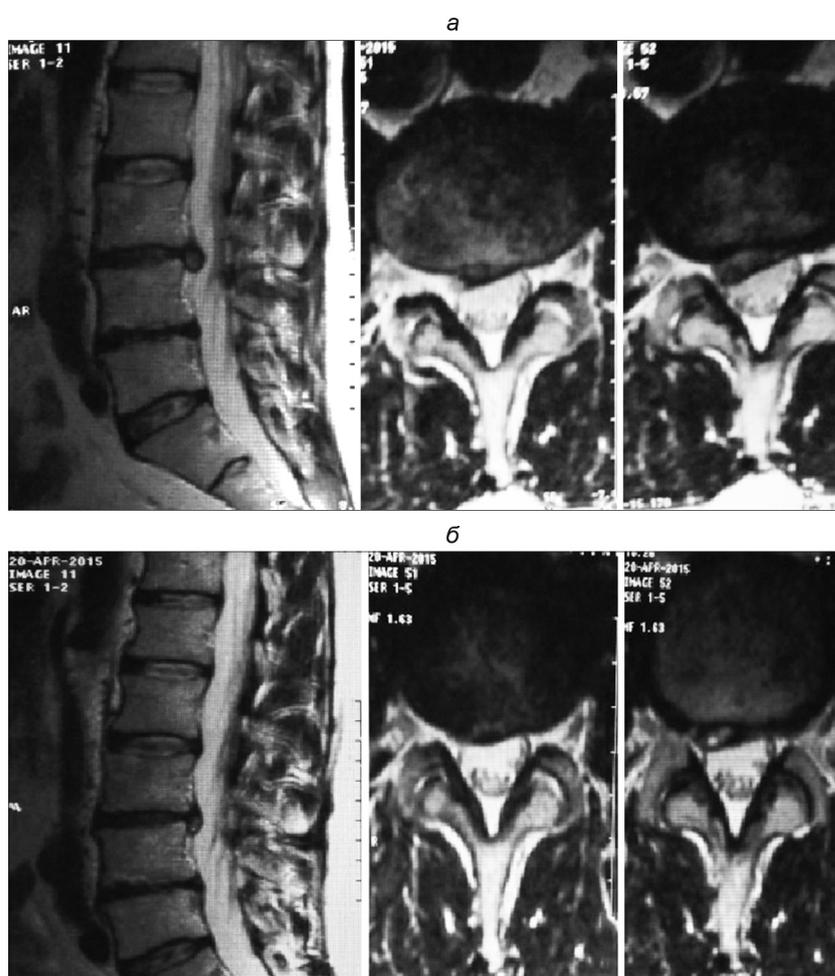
МРТ-исследование больного Ж. а – до начала лечения; б – уменьшение размеров грыжи МПД после курса УВТ.
